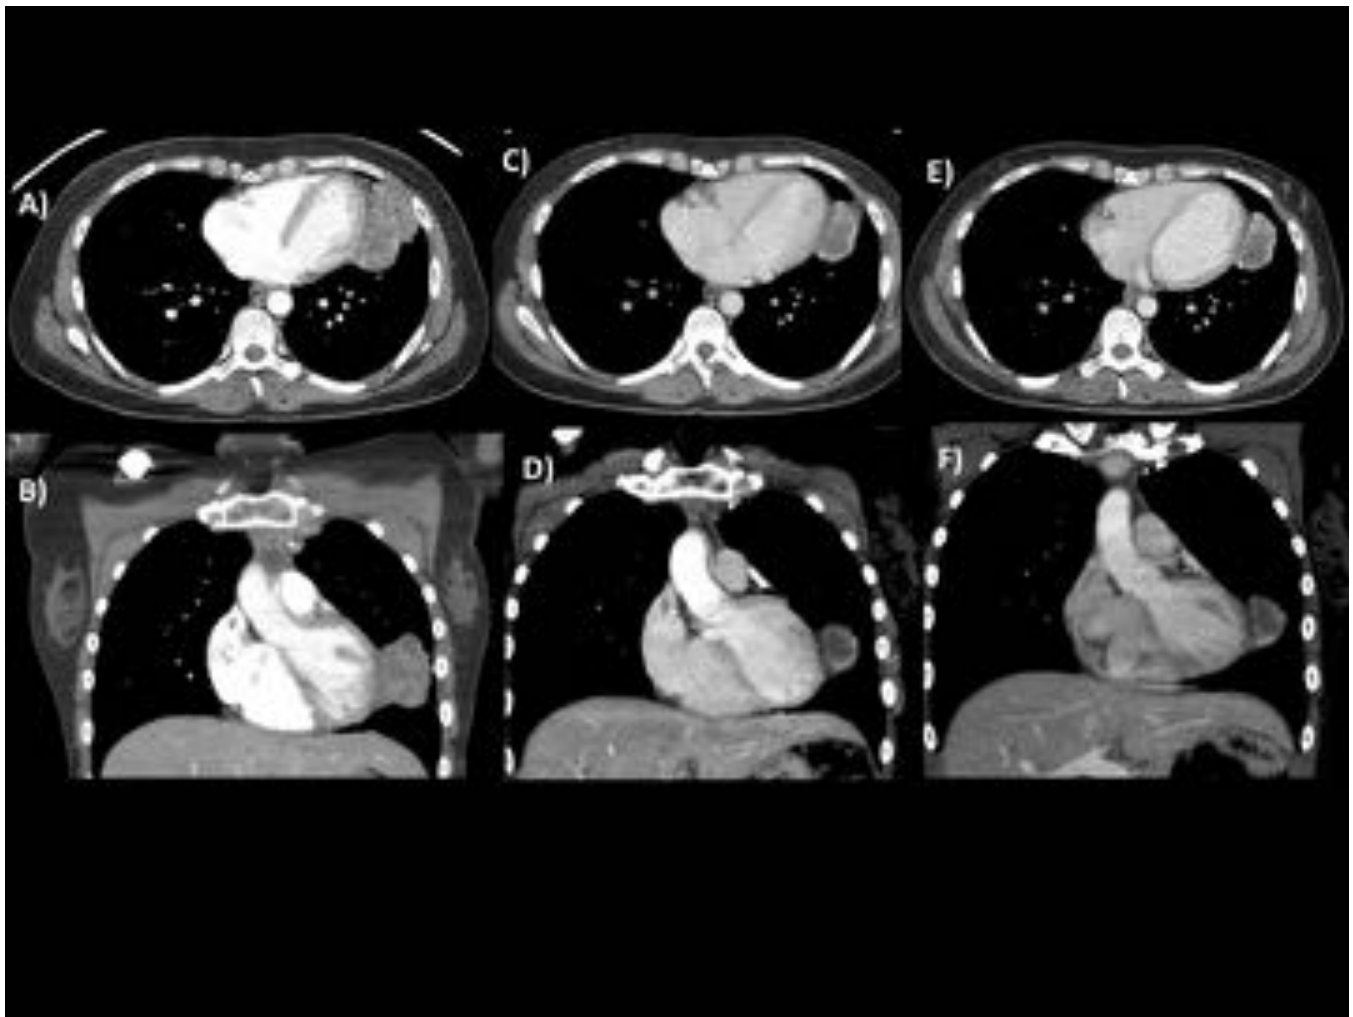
TC de tórax con CIV. A y B) TC screening: Masa de atenuación heterogénea en lóbulo, en contacto con superficie mediastínica. C y D) TC 6^a semana: Disminución del tamaño y atenuación de la masa en la lóbulo con persistencia del realce periférico. Disminución de la superficie de contacto con el mediastino. E y F) TC 12^a semana: Leve disminución del tamaño de la masa en lóbulo con persistencia del realce periférico y atenuación similar al estudio previo.
